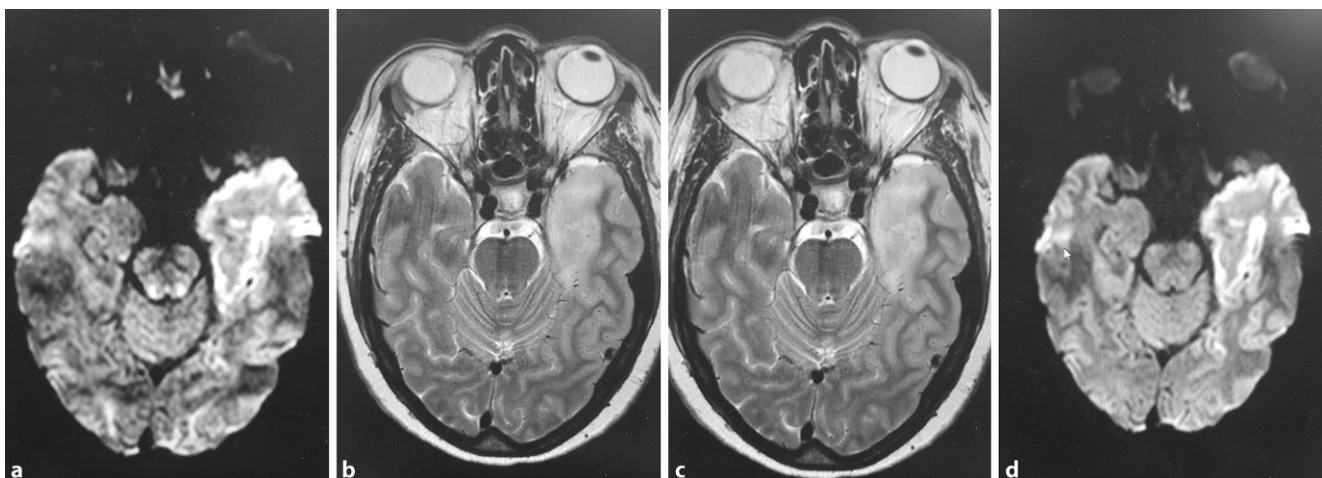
Magnetresonanztomographie: es zeigte sich links frontotemporal unter Einbeziehung von Temporallappen, Operculum, der Inselrinde sowie des linken Thalamus eine deutliche Ödembildung
